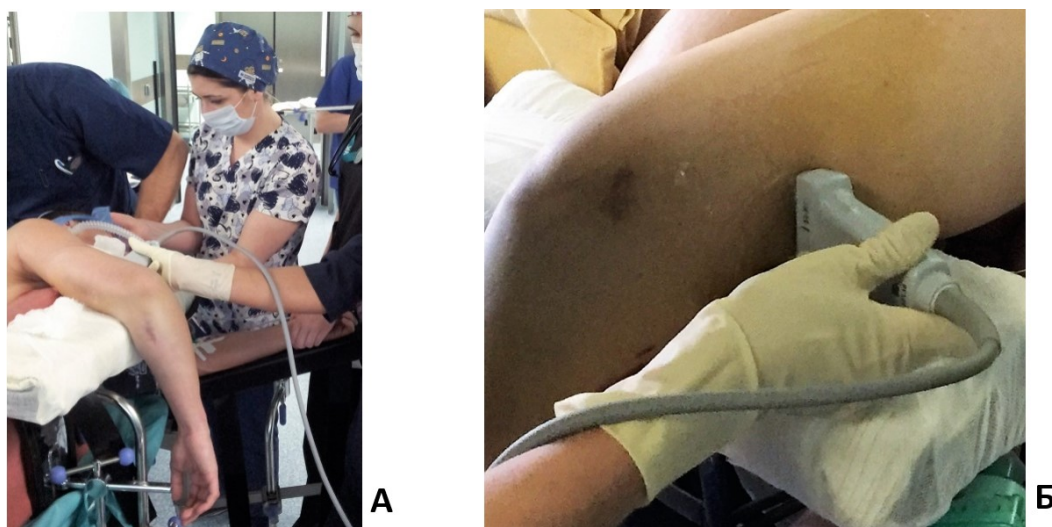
Выполнение УЗИ лучевого нерва на операционном столе.
